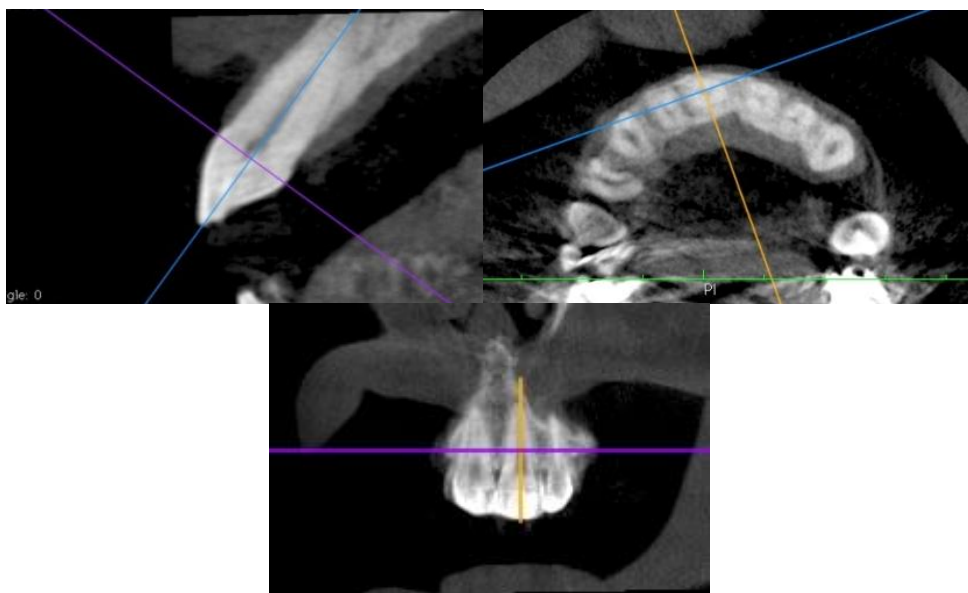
Tomografia de feixe cônico. Localização da área de mensuração nos cortes sagital, axial e coronal.
